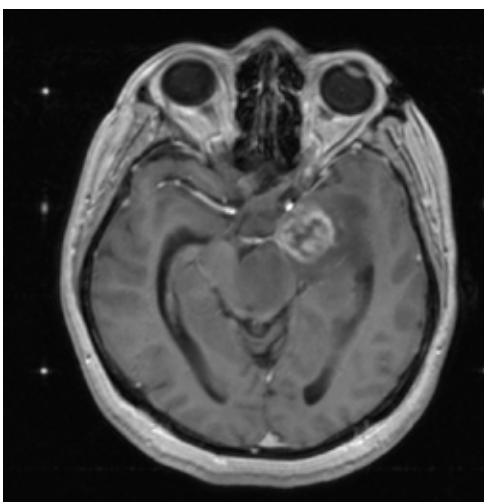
МРТ T1 с внутривенным контрастированием с метками для планирования стереотаксической процедуры
